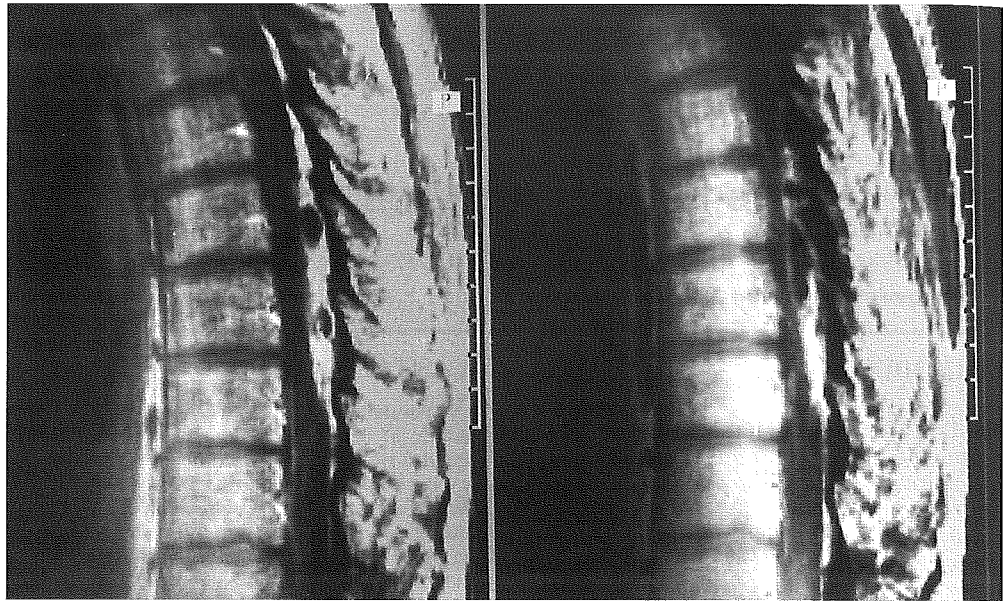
RMN dorso-lumbar con imagen compatible de absceso epidural.
